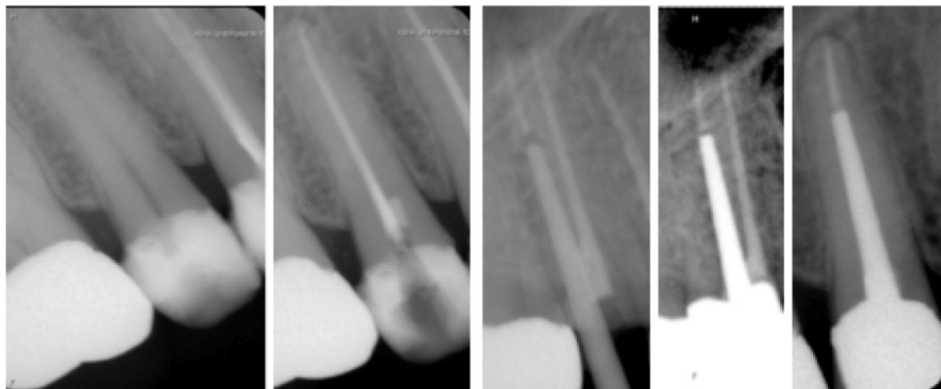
Röntgenaufnahmen eines anscheinend einkanaligen Prämolaren (15). Der zweite Kanal ist röntgenologisch nur durch eine exzentrische Aufnahme darstellbar.
